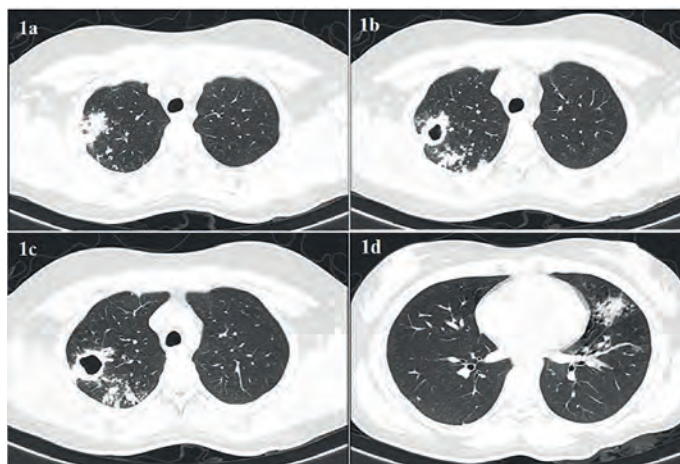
Corte axial de tomografía de tórax en ventana pulmonar, se aprecia zona de consolidación periférica en pulmón derecho.
